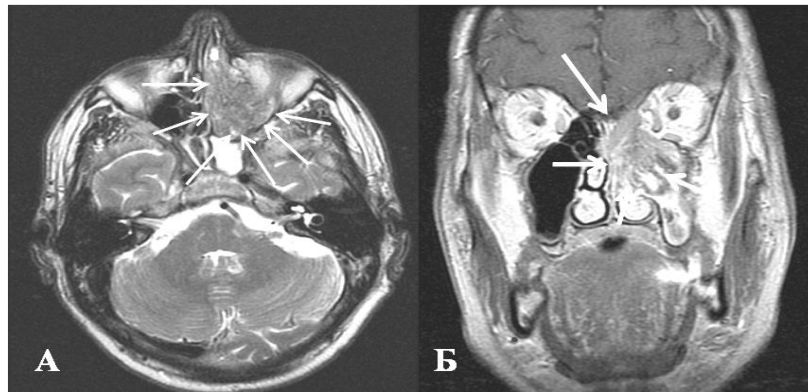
Пример томограммы пациента с плоскоклеточным раком полости носа и орбиты
